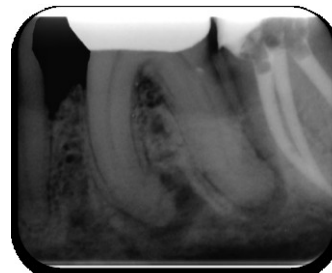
Radiografía inicial del órgano dental 3.6, que evidencia la calcificación de los conductos radiculares de la raíz mesial y distal, desde el tercio medio hacia apical
